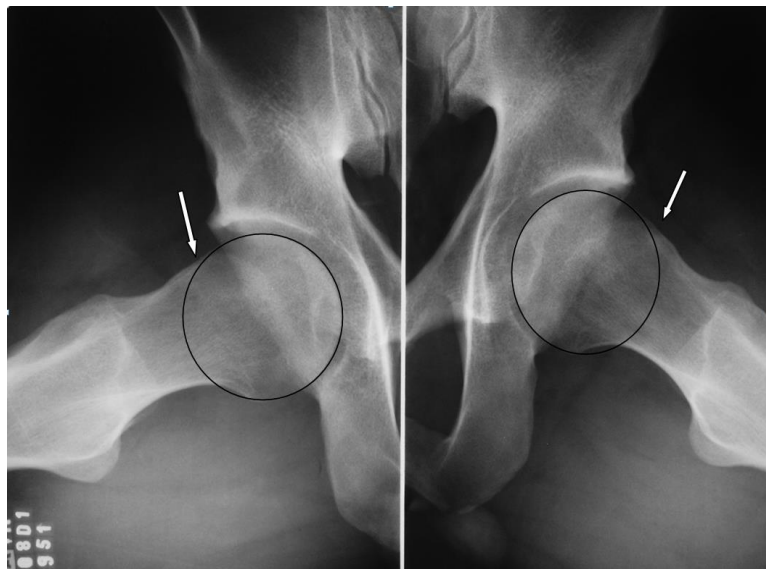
Dünnschnitt 45° of patient in Figure 2. Despite the absence of triangular index on AP pelvic radiograph, It was observed loss of sphericity of the femoral head with flattening of the head-neck transition. The alpha angle measure 60° on the right side and 66° on the left.
